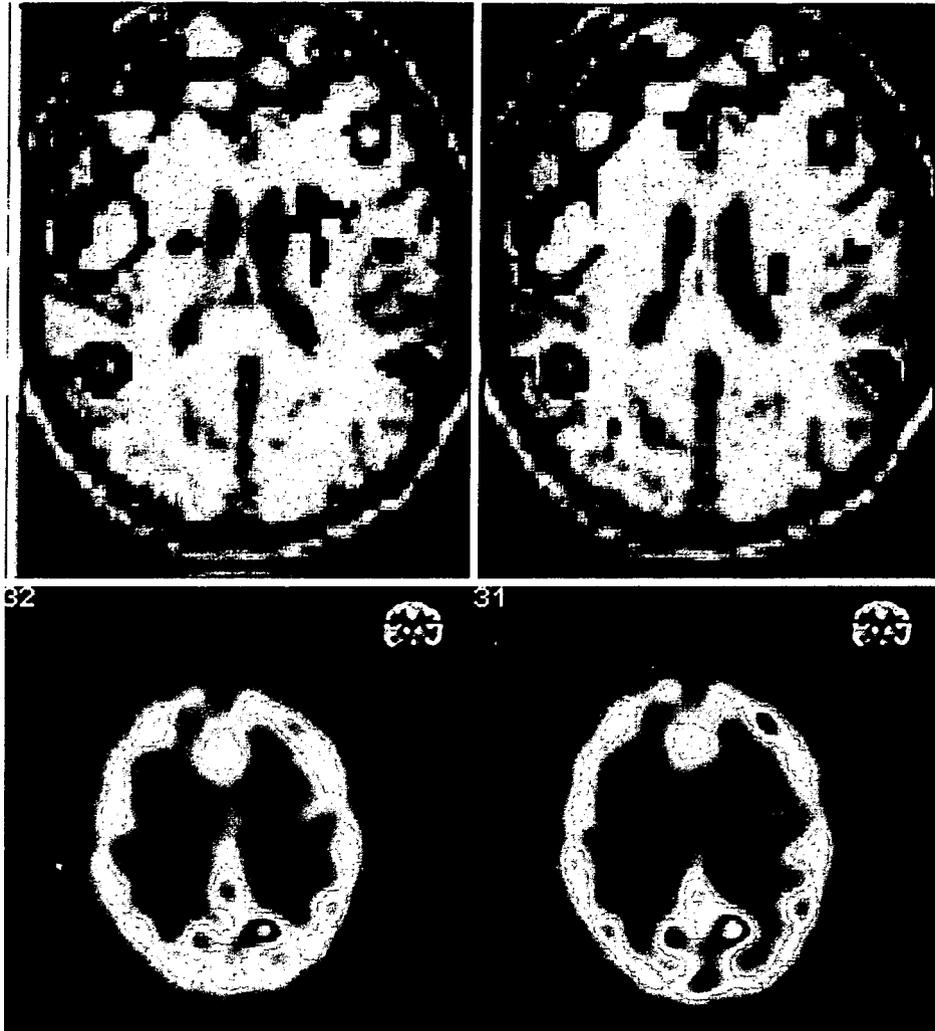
CNS ループス例の脳血流 SPECT
